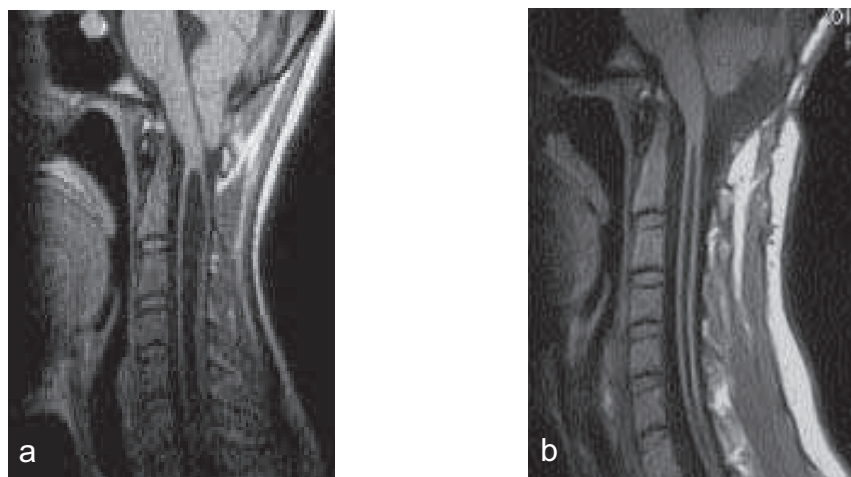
IRM montrant une cavité légèrement régressée
